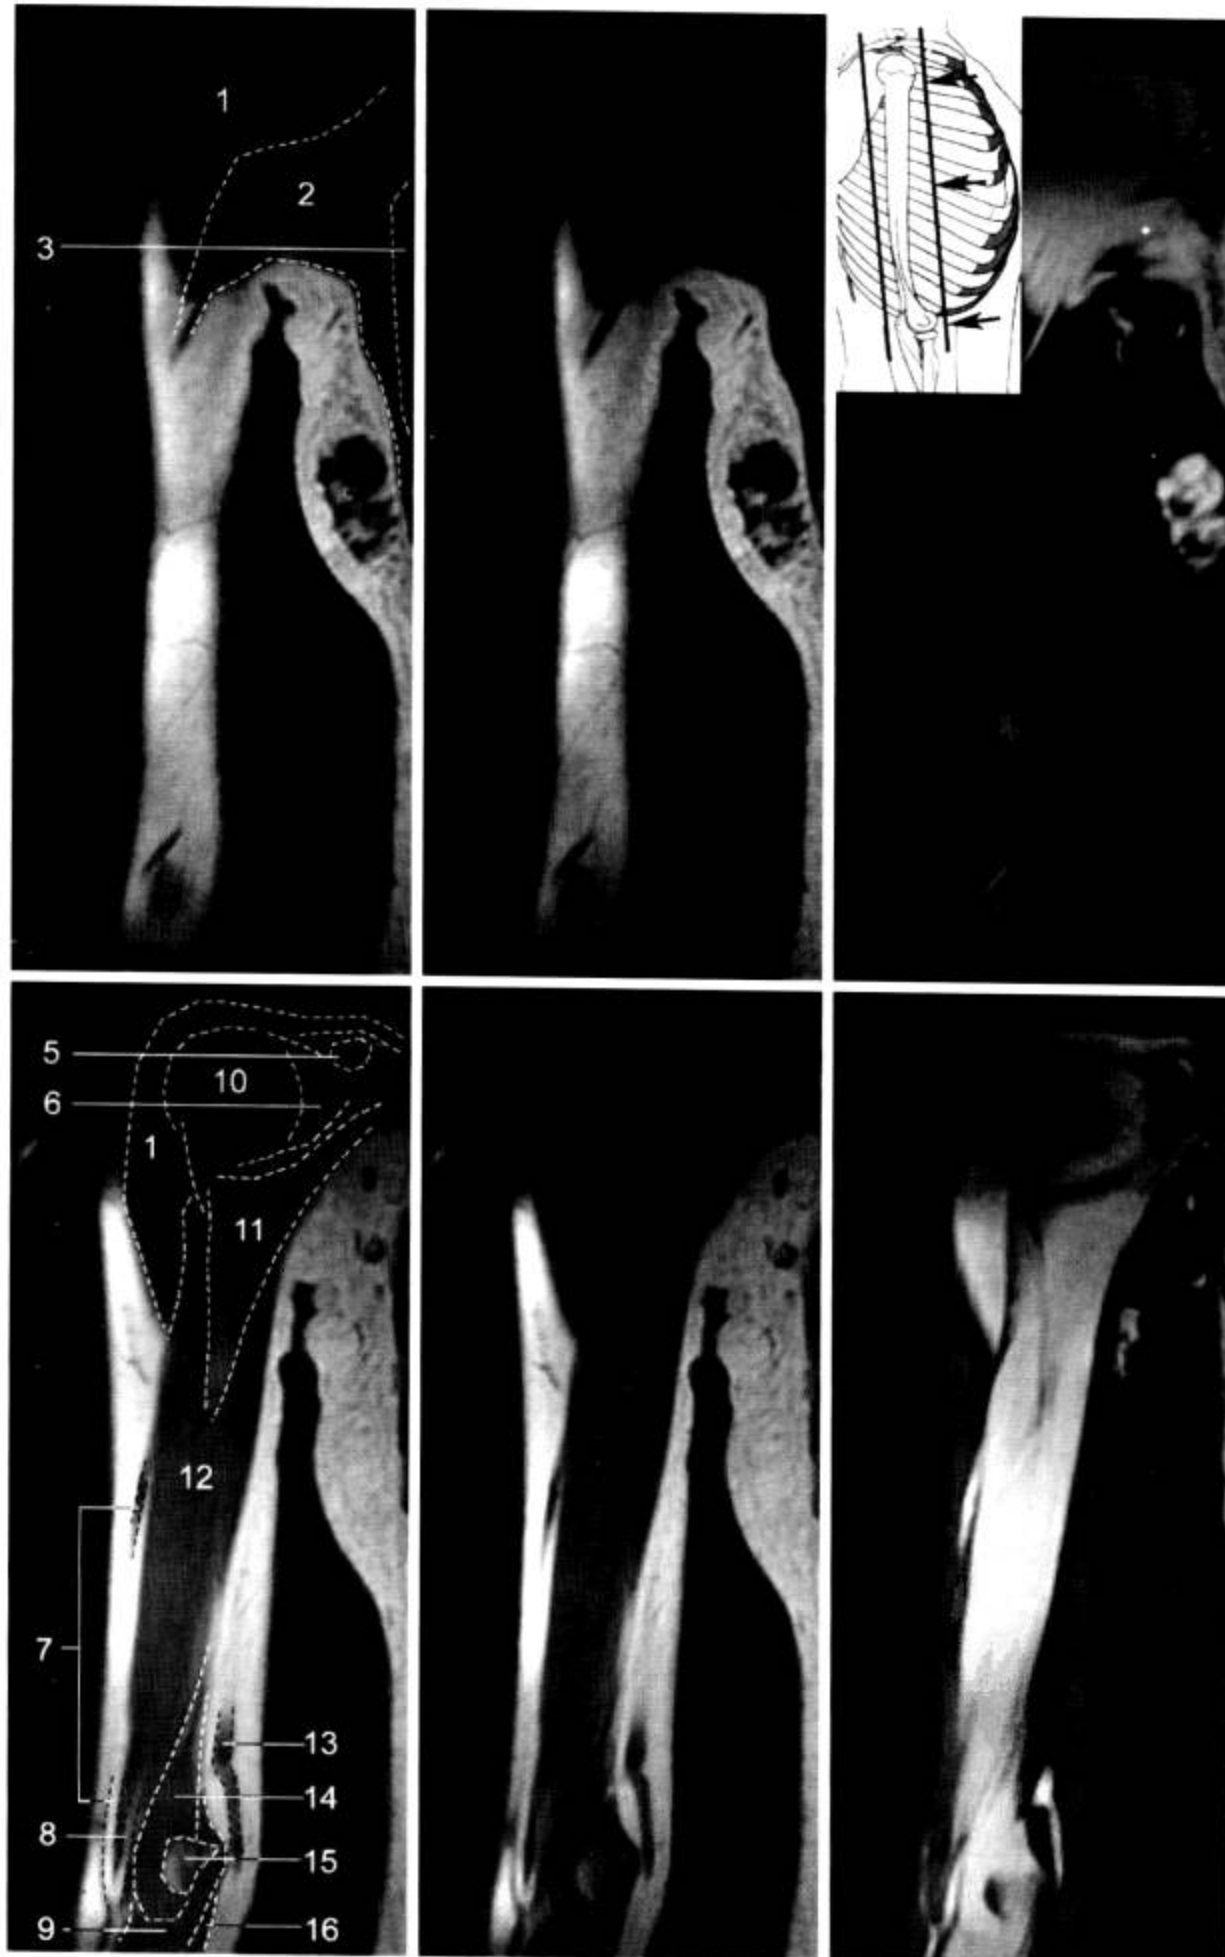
上臂 MRI 冠状面 (T<sub>1</sub>WI, FS-T<sub>2</sub>WI)
